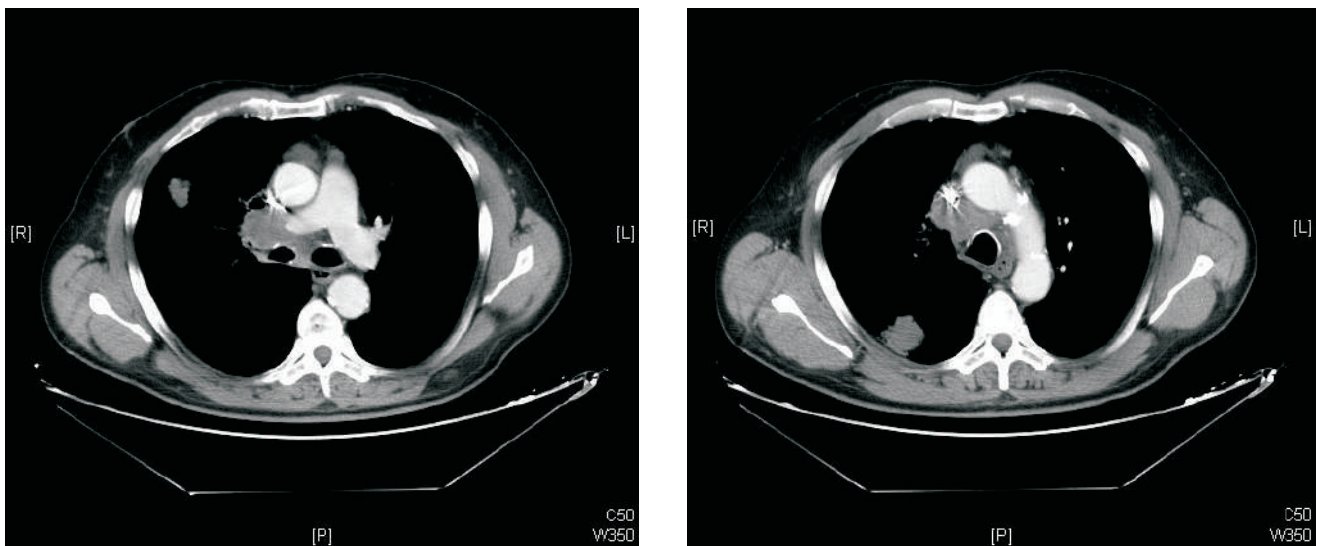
TC tórax con predominancia de componente adenopático mediastínico y presencia de masas pulmonares.
